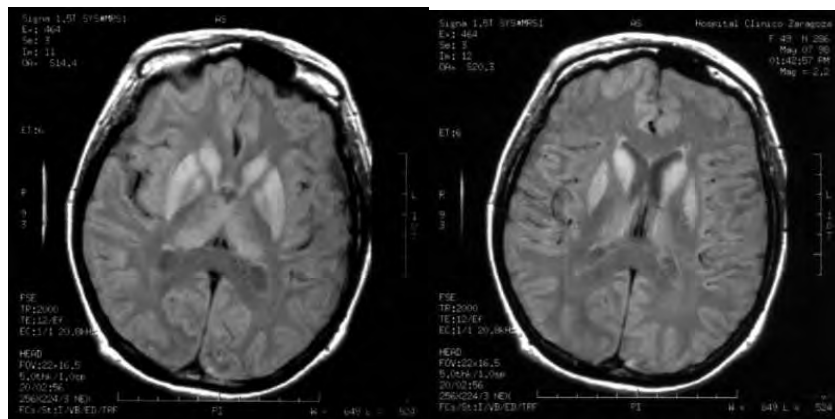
Resonancia magnética mostrando hiperseñal en T2
